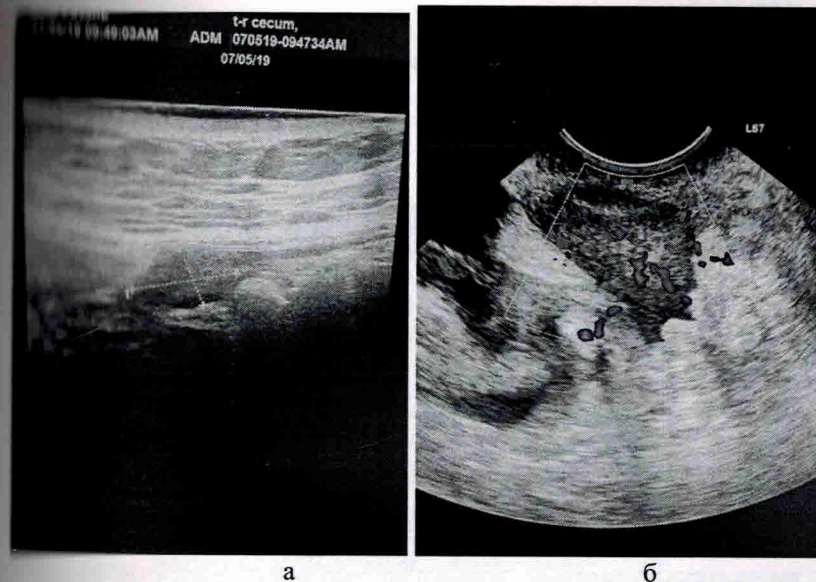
а – УЗИ опухоль слепой кишки, по передней стенке кишки гипозоногенное образование; б – УЗИ опухоль сигмовидной кишки, в нижней трети сигмовидной кишки гипозоногенное образование с неровными контурами, с сосудистым локусом
